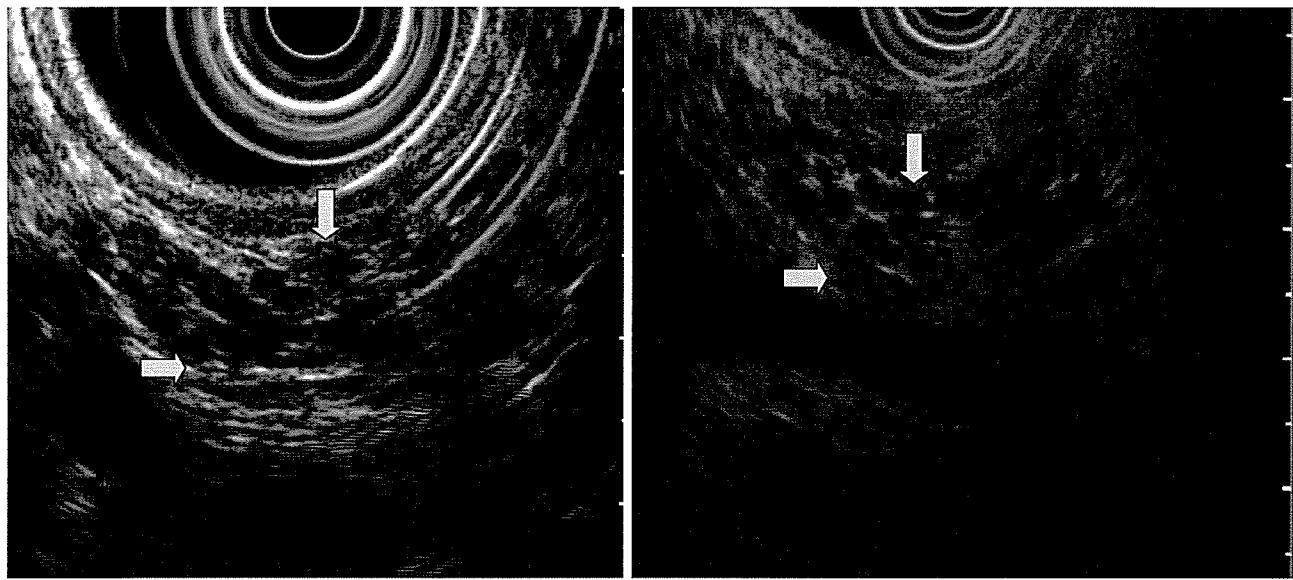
EUSの慢性膵炎の早期を示唆する所見一分葉状エコー (Lobularity)
